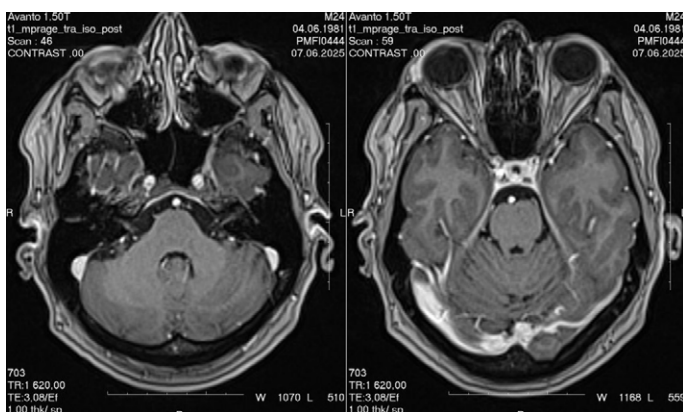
а. МРТ головного мозку, червень 2025 року
